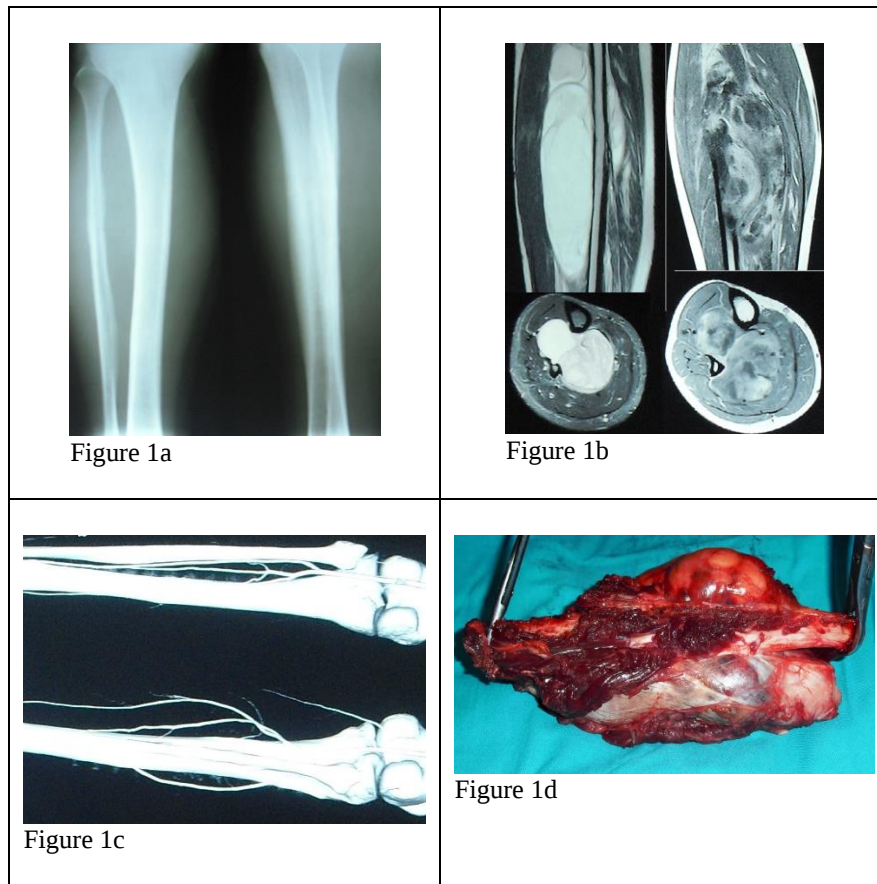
30 years old male patient, liposarcoma located right cruris posterior. a) radio-opacity due to soft tissue mass in direct radiographs b) MRI sections of tumoral mass, connections between neurovascular tissues c) BT angiography images d) macroscopic view of the resected tumor, saphenous vein bypass was performed after extensive resection by orthopedics and cardiovascular surgeons
